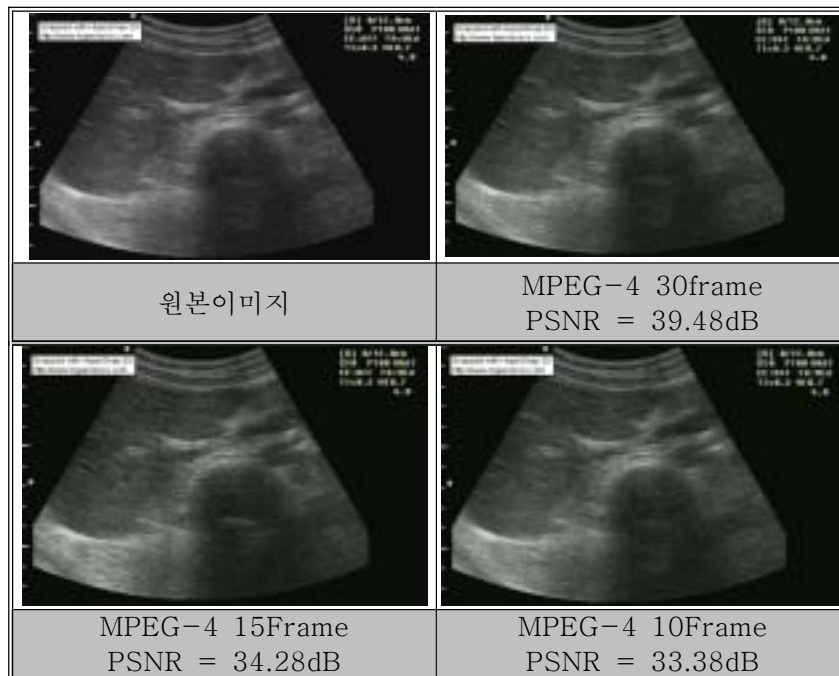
원본 초음파 영상과 프레임율별 MPEG-4 압축 영상 비교
